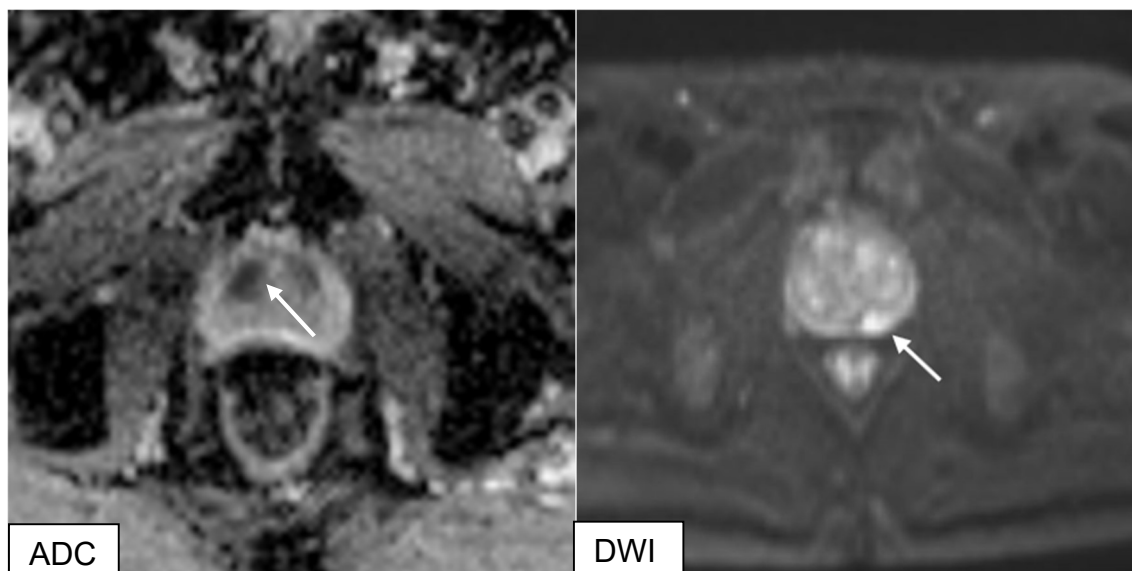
1) ADC einer PI-RADS 3 Läsion in der anterioren rechtsseitigen TZ; 2) DWI einer PI-RADS 5 Läsion in der posterolateralen linksseitigen PZ
